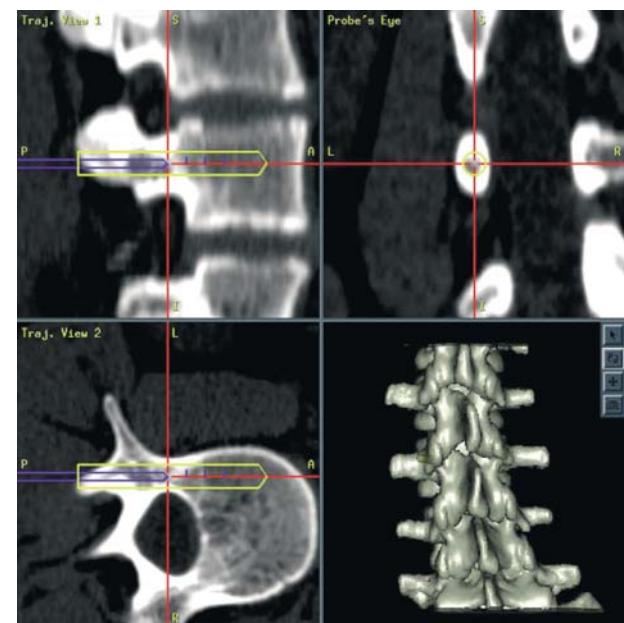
Image de navigation sur une vertèbre lombaire (après recalage sur base tomodensitométrique [TDM] par marquage de surface). L'interface utilisateur de la station de navigation permet à l'opérateur de visualiser sur le moniteur la progression de ses outils (forets par exemple) dans le pédicule d'une vertèbre lombaire en 3D et en temps réel (face + profil + vue axiale + modèle 3D).
